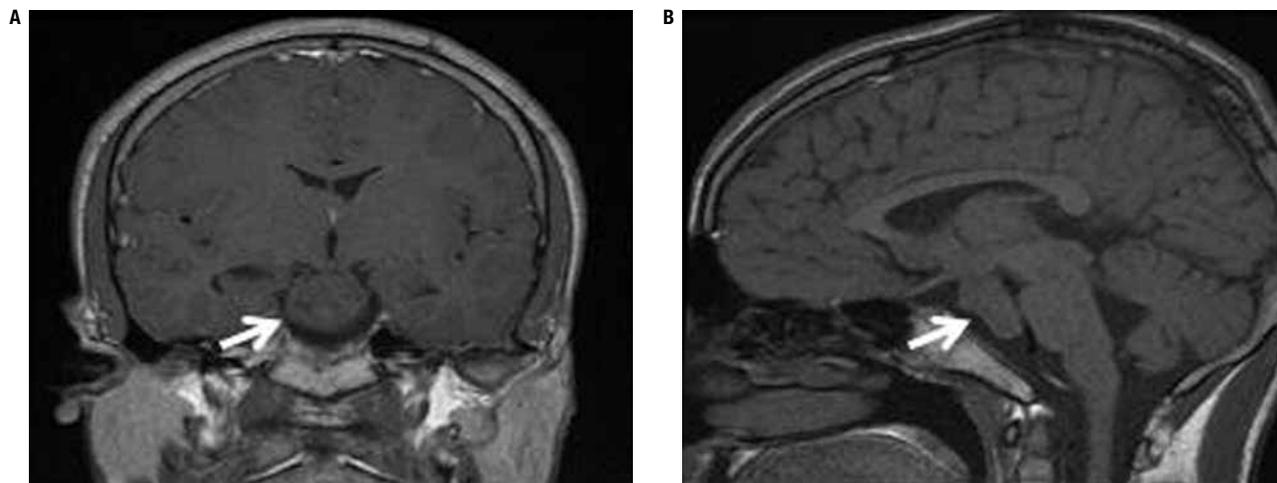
Ressonância magnética de encéfalo de uma criança com PPC, a qual demonstra imagem isointensa em T1, medindo 30 mm no maior diâmetro, e envolve corpos mamilares e infundíbulo, compatível com hamartoma hipotalâmico. (A) Corte coronal; (B) corte sagital.
